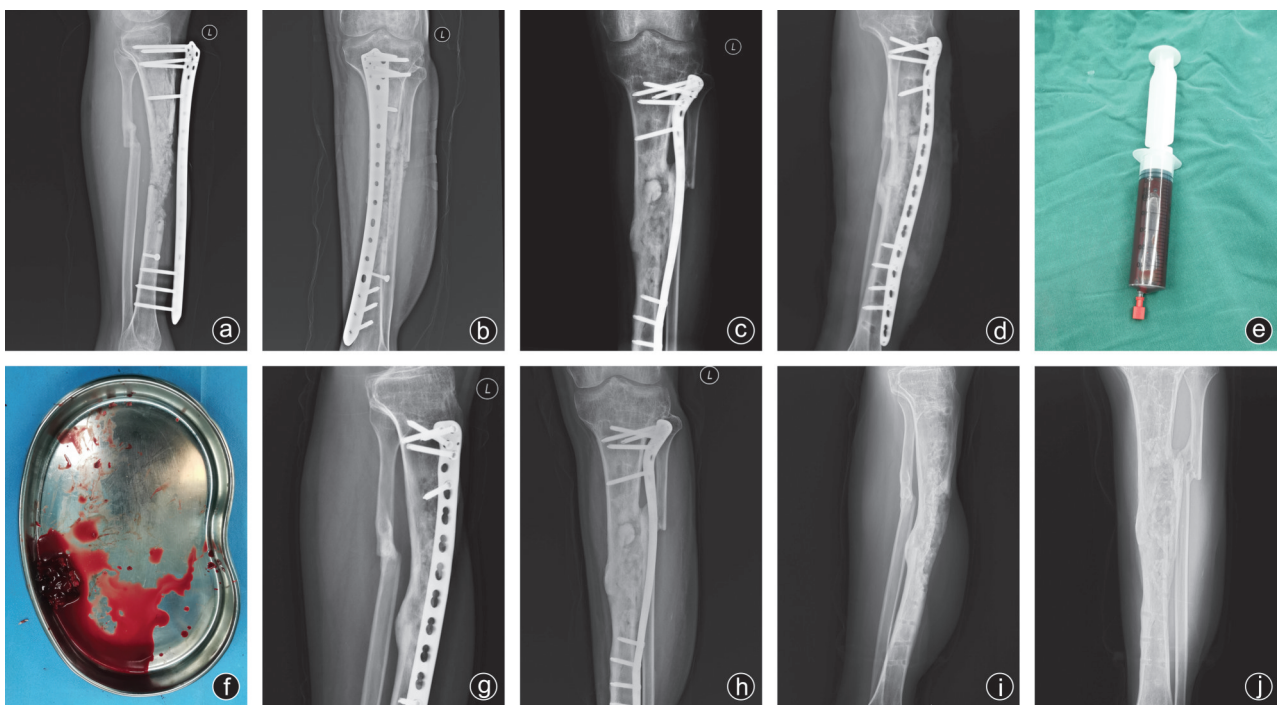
男,32岁,车祸致左胫骨骨折术后感染合并骨缺损 a,b:钢板螺钉固定术后8个月胫腓骨正侧位X线片显示骨折不愈合;c,d:Masquelet技术一期手术,抗生素骨水泥填充术后正侧位X线片;e,f:分离浓缩后果冻样BMSCs标本;g,h:Masquelet技术二期手术,骨水泥取出,BMSCs与自体骨混合植骨术后6个月复查显示骨折愈合良好;i,j:Masquelet技术二期手术后12个月显示骨折愈合,去除钢板内固定
